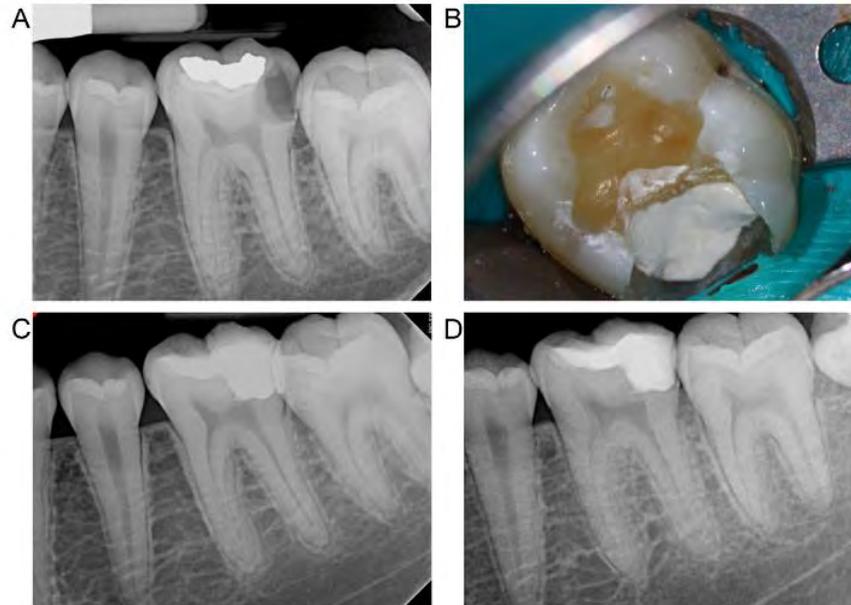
A = radiographie préopératoire de la dent 36 chez un patient de 20 ans, B = photographie du coiffage pulpaire direct réalisé après diagnostic d'une pulpite réversible avec une biocéramique pré-mixée Fast-Set et une restauration définitive adhésive, C = radiographie post-opératoire immédiate et D = radiographie de suivi à 6 mois avec une dent asymptotique et un test au froid positif – source : Alharbi (38)
